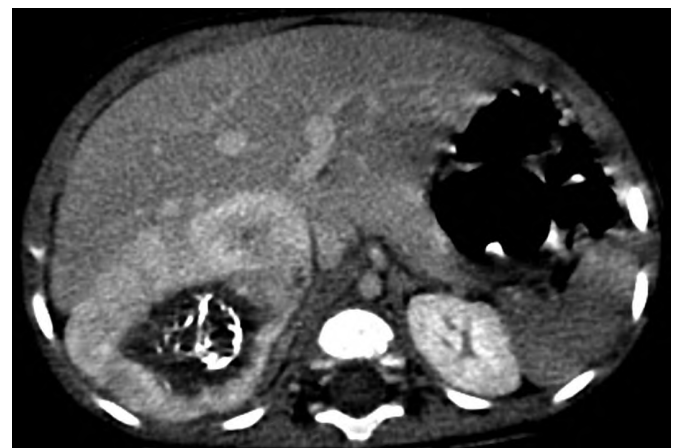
Монофакальная гемангиома печени. КТ с к/у, венозная фаза. Центральный участок аваскулярный, вследствие кровоизлияния в опухоль с кальцинатами.
